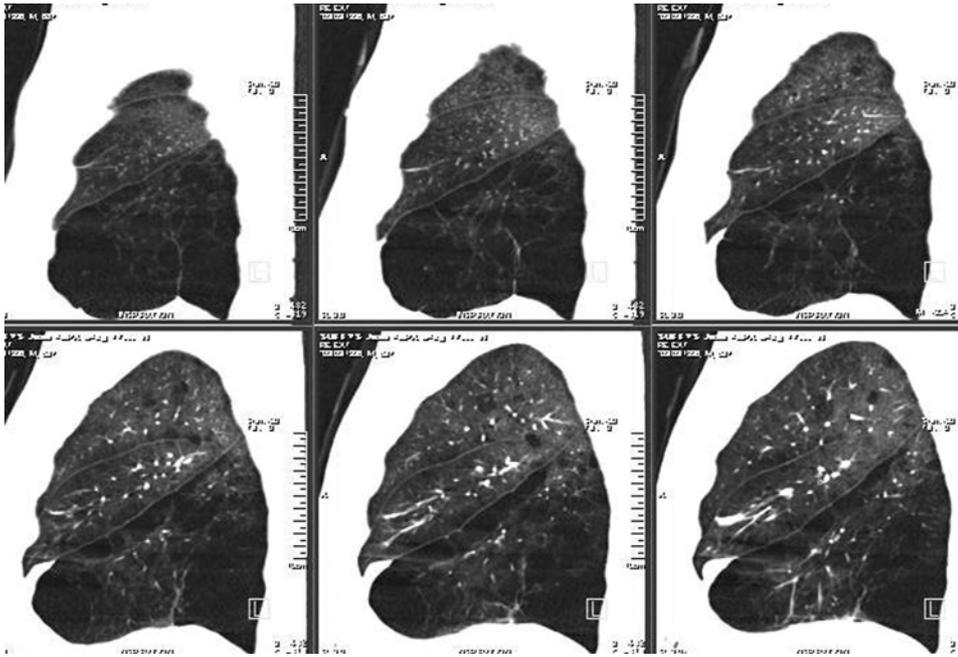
Sagittal reformatted CT images for visual emphysema scoring, in a 68-year old-man with severe emphysema (GOLD class III)
